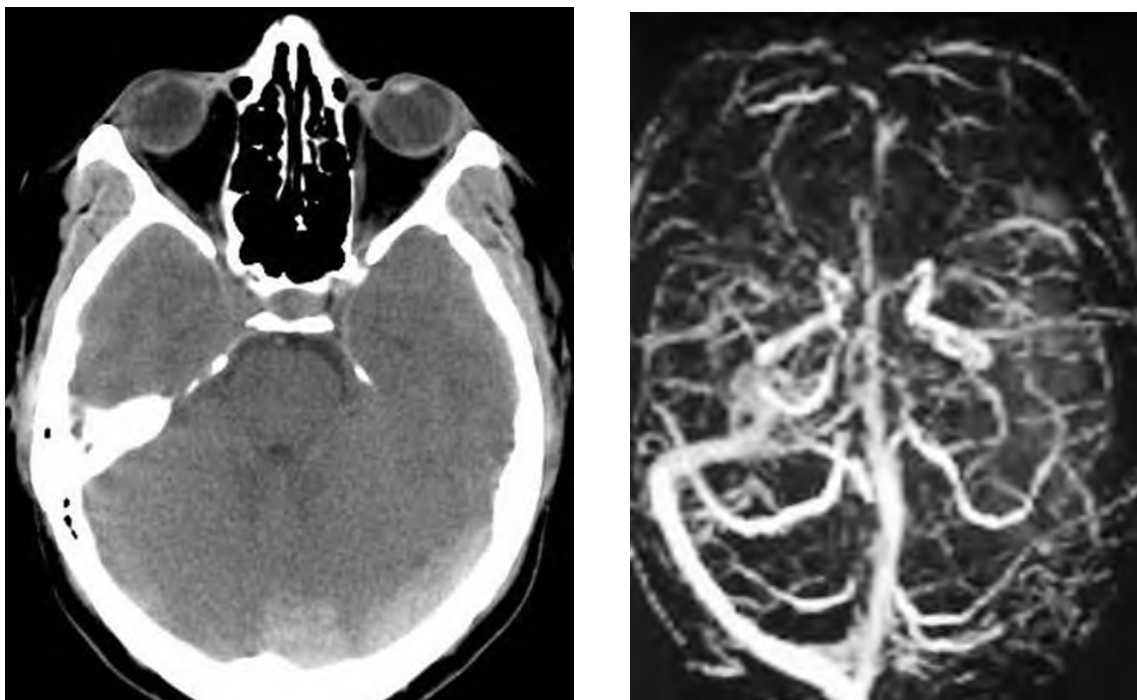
КТ головного мозга с косвенными признаками венозного тромбоза (справа) и МР-венограмма с признаками тромбоза поперечного синуса (<https://radiopaedia.org/>).
